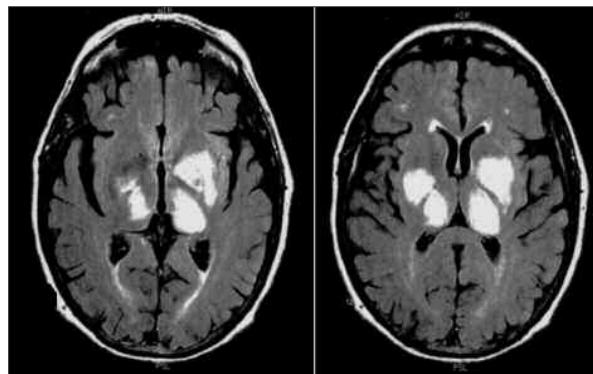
RM de Dezembro de 2006, efectuada já durante o primeiro internamento no Serviço de Neurologia. Ambos os cortes axiais se encontram ponderados em FLAIR.
